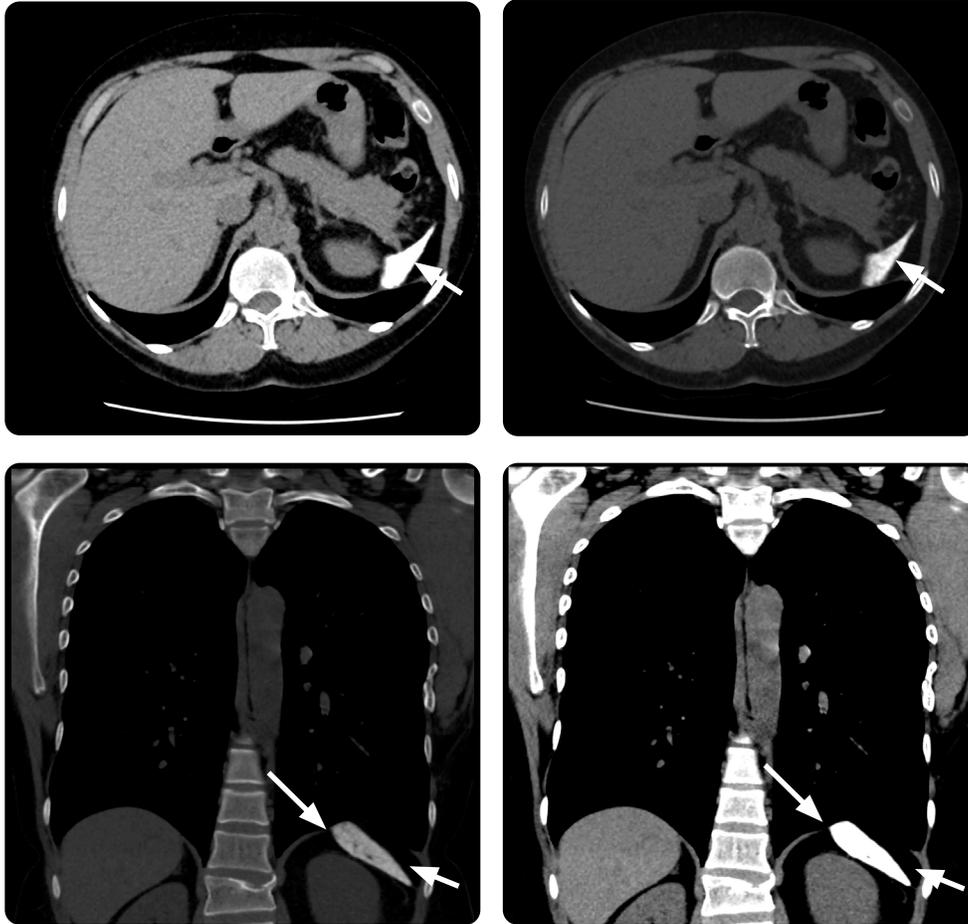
TAC de tórax, imágenes a) coronal en ventana de hueso, b) axial en ventana de hueso, c) axial en ventana de tejidos blandos y d) coronal en ventana de tejidos blandos. Se observa un bazo de aspecto atrófico (flechas blancas), densamente calcificado (481 UH), con una apariencia frecuentemente conocida como “bazo estrellado”.
